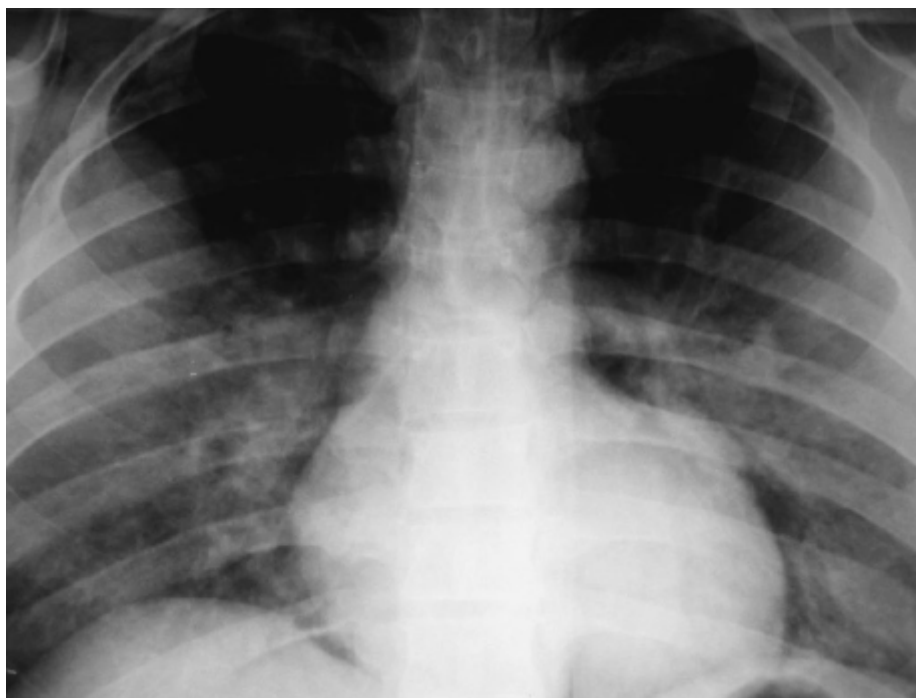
Radiografia de tórax que revela a presença de pneumomediastino evidenciado por linha de hipertransparência em borda cardíaca direita e esquerda.
